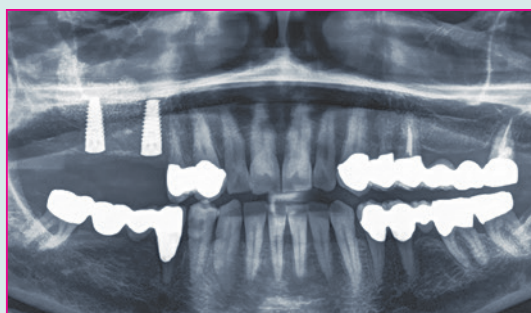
Stabile krestale Strukturen im Röntgenbild
